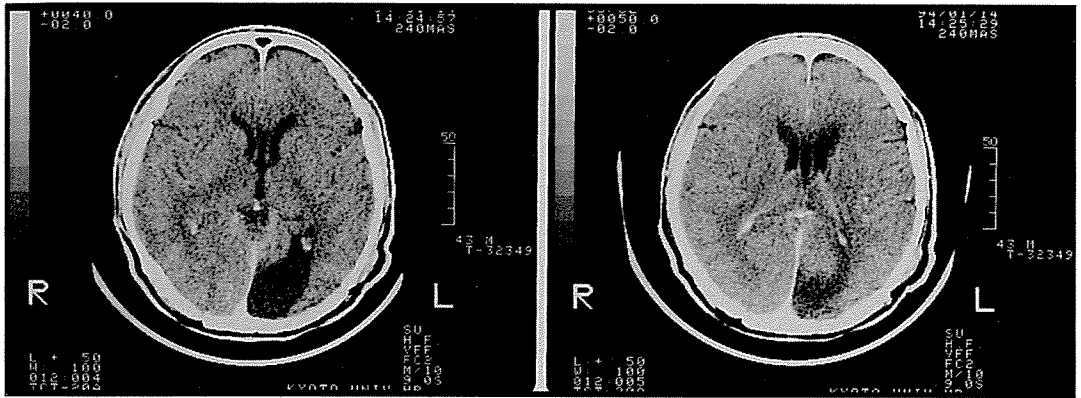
H SのCT画像(1994年1月14日) 左後頭葉に低吸収域をみとめる
